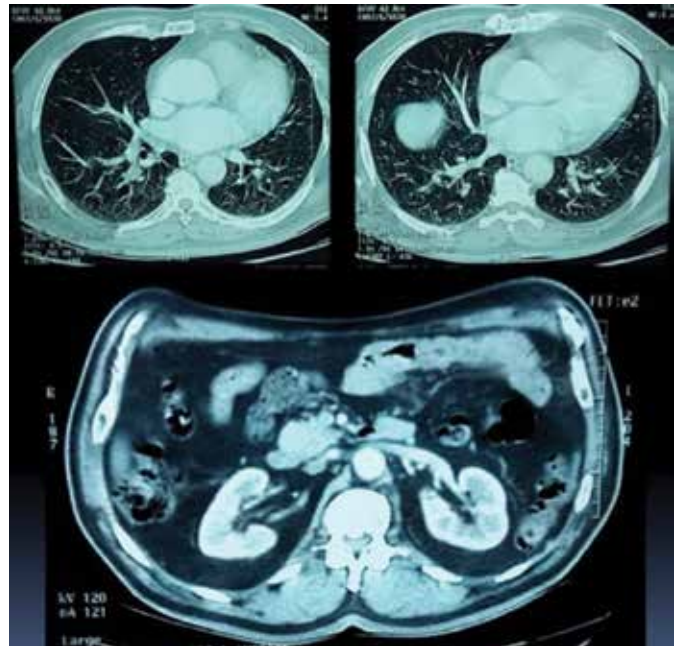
Imágenes de tomografía sin hallazgos de lesión metastásica.
